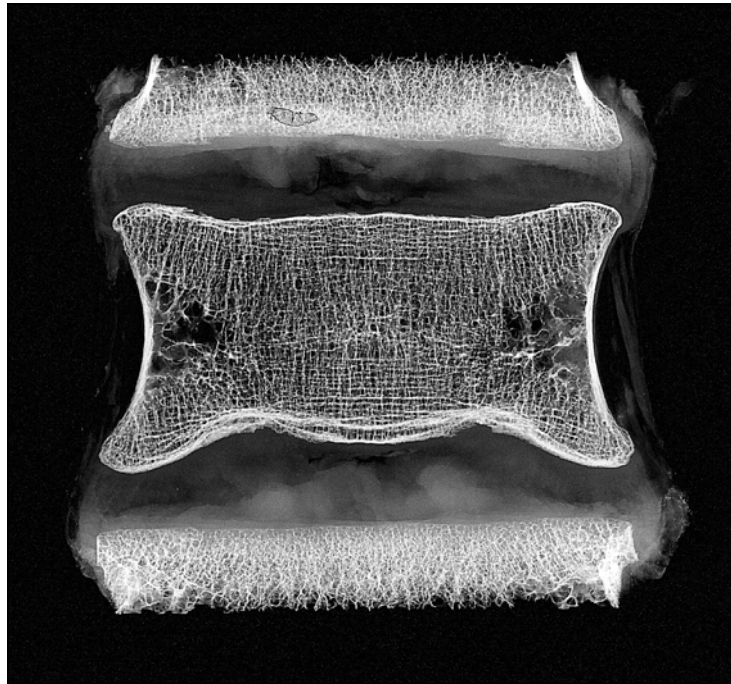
Kontaktradiographie mit dem Faxitron der Wirbelsegmente LWK 3/4 und 4/5. Deutlich der Cupid's bow in der Grundplatte des LWK 4.
